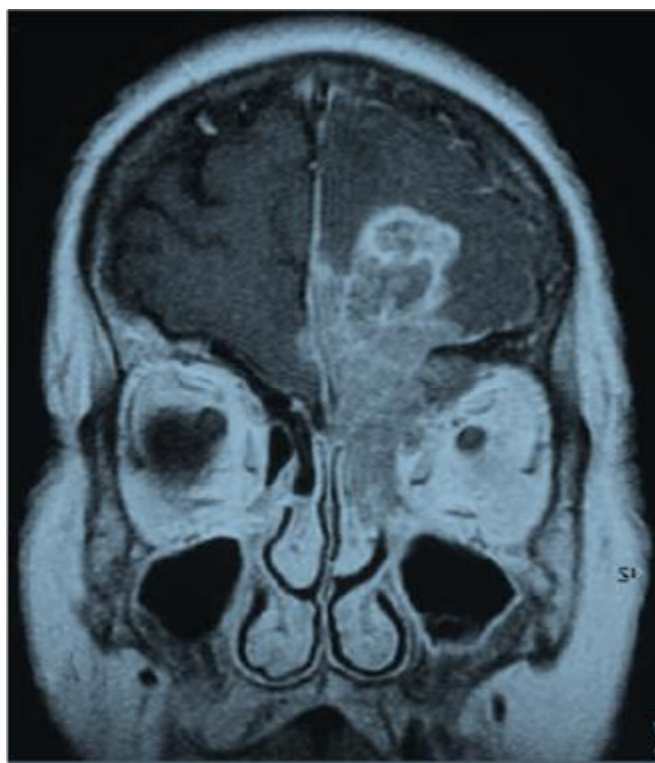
IRM T1 avec injection de gadolinium : masse solide intra sinusale (côté gauche) avec extension à la fosse cérébrale antérieure (34).
